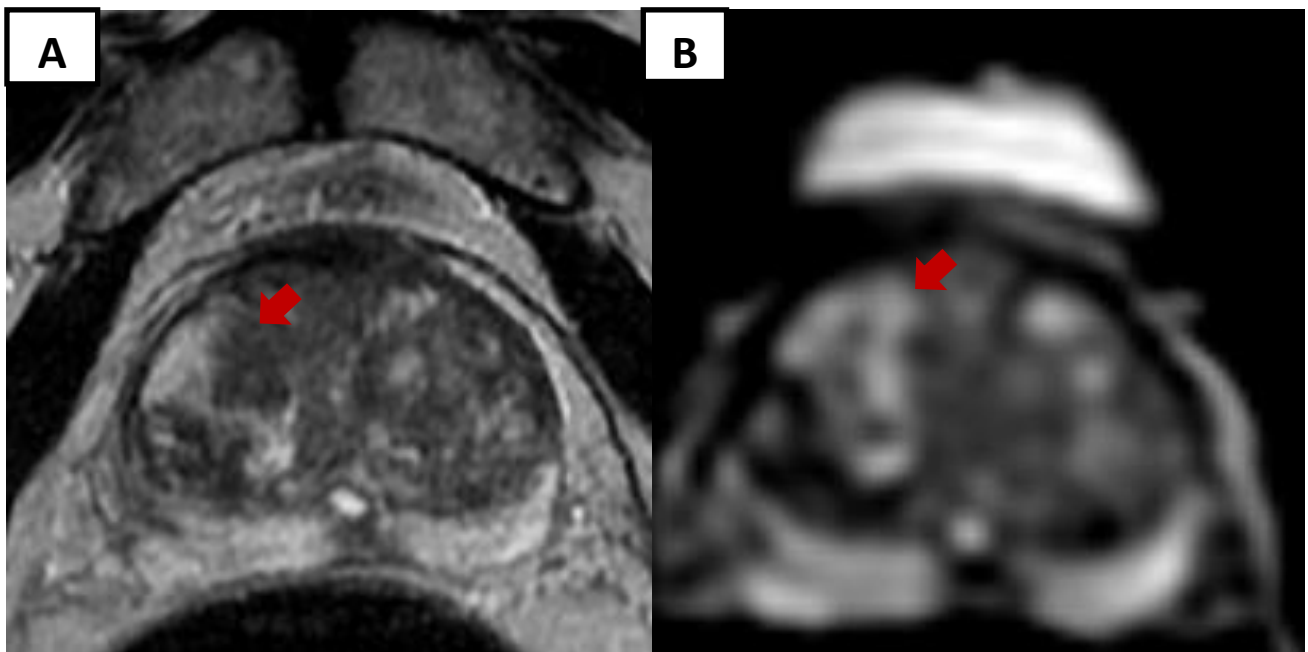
patient de 64 ans avec PSA=7.5 ng/ml Biopsie négative avant IRM
